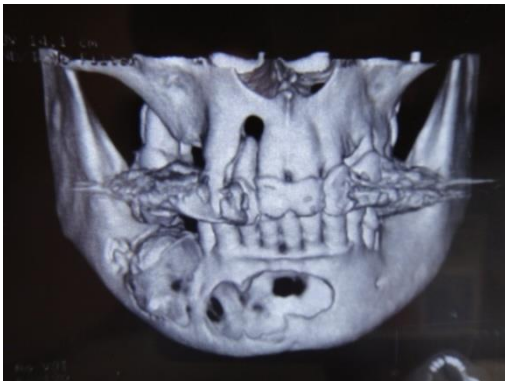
КТ, прямая проекция
